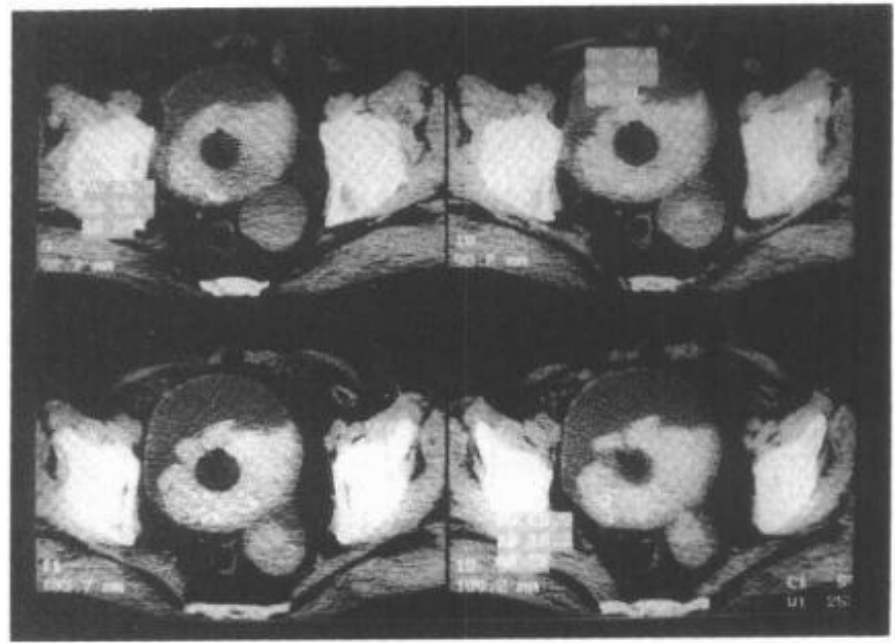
2—6 膀胱憩室膀胱内血肿 CT 表现
